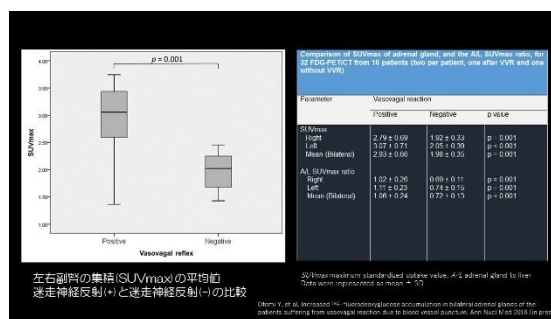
左右副腎の集積(SUVmax)の平均値迷走神経反射(+)と迷走神経反射(-)の比較
